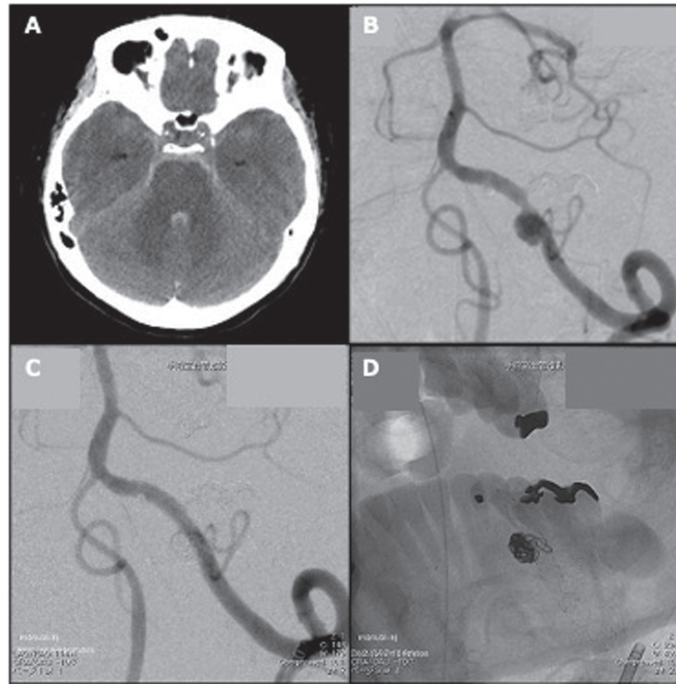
A: A computed tomography image on admission showed subarachnoid hemorrhage in the basal cisterns. B: An angiogram revealed a dissecting aneurysm of the left vertebral artery. C, D: postoperative angiograms showed the dissecting aneurysm completely occluded by the overlapping LVIS (Low-profile Visualized Intraluminal Support) stents assisted coil embolization.
